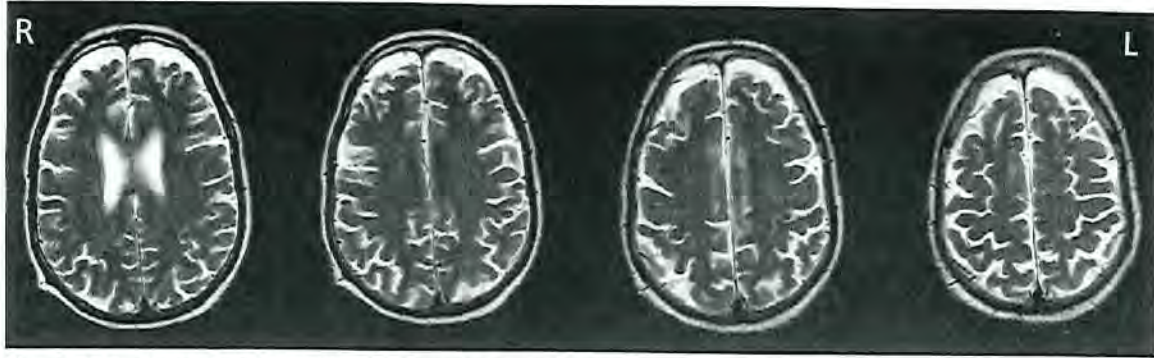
Resonancia magnética de Alejandro que muestra el higroma subdural bifrontal.
